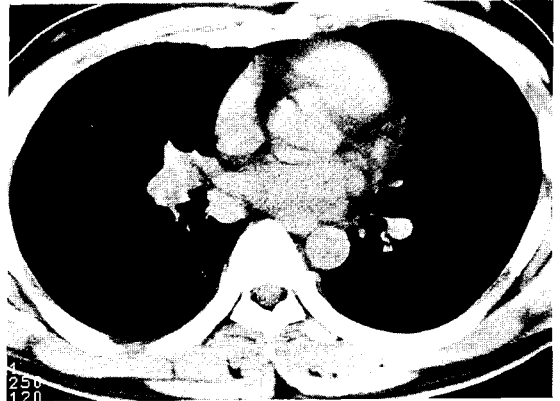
Chest CT shows a heterogenous well demarcated solid mass, measuring 4.0×3.5 cm, in the right lung.
